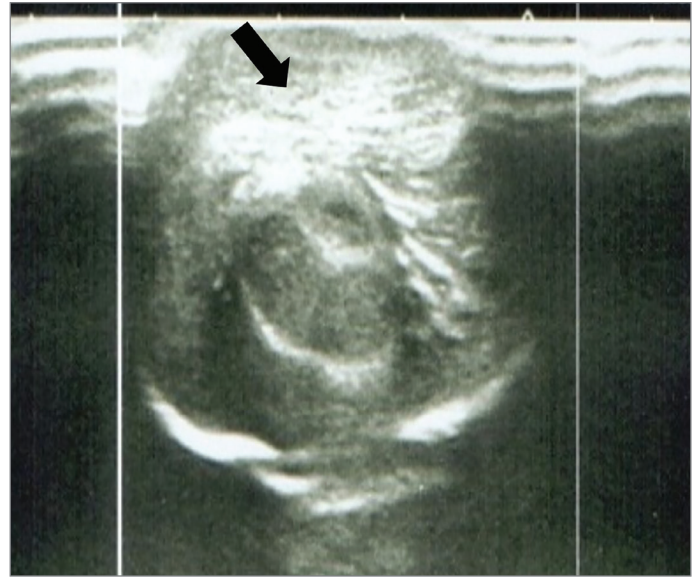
Ultrasonografi görüntüsünde cilt altı yağlı dokuda kalınlık artışı, ödem ve ekoda azalma izleniyor (oklar)
